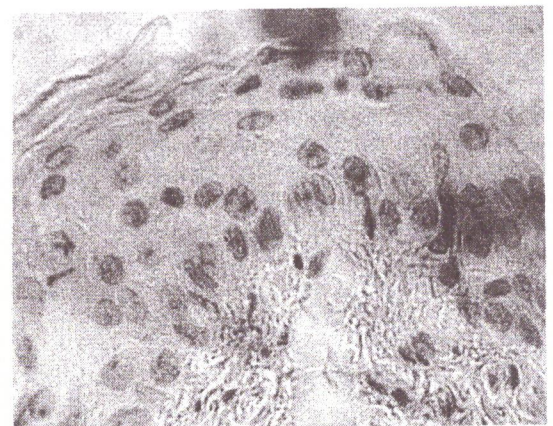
Гиперплазия эпидермоцитов через сутки после локального рентгеновского облучения. Окраска гематоксилином-эозином. x400.
